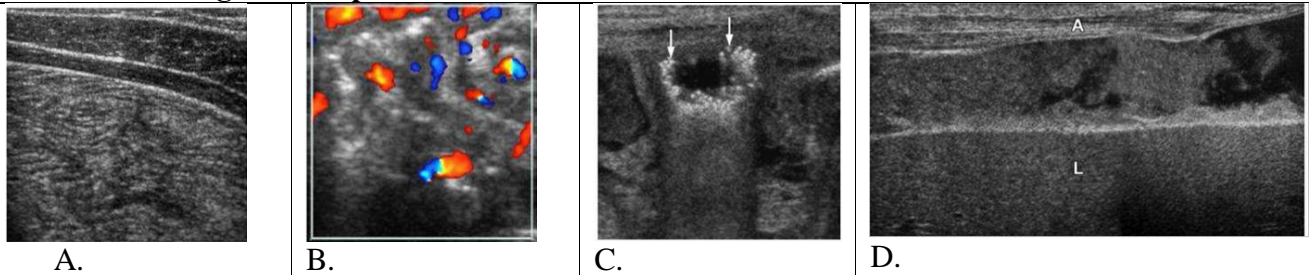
Ultrasonografia intestinului normal (A, B). A. Ansă intestinală nedilatată, ecografic se vizualizează interfața între mucoasa și lumenul intestinal și banda lineară hipoecogenică care prezintă stratul muscular a intestinului. B. Imaginea Dopplerografică coloră determină anse intestinale nedilate cu flux sanguin normal. C. Ultrasonografic se determină ansele intestinale dilatate, cu semne de pneumatoză intestinală (bulele de aer sunt hiperecogene – săgeata albă). D. Lichid liber intraperitoneal în caz de EUN cu perforație. Lichidul este între peretele abdominal (A) și ficat (L) cu semne de detrit care indică perforarea intestinală. *Adaptat de Epelman M. și coaut. Radiographics 2007; 27: 285-305;*
